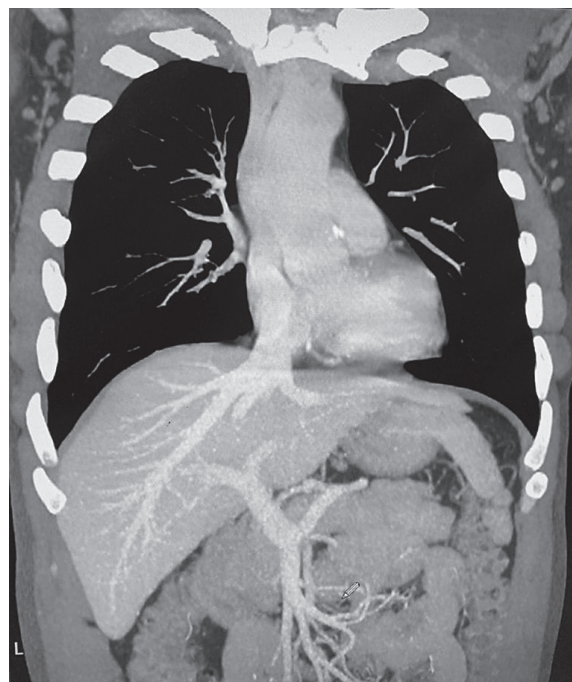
СКТ органов брюшной и грудной полостей, забрюшинного пространства с болюсным контрастным усилением; фронтальная проекция MPR-реконструкция.
